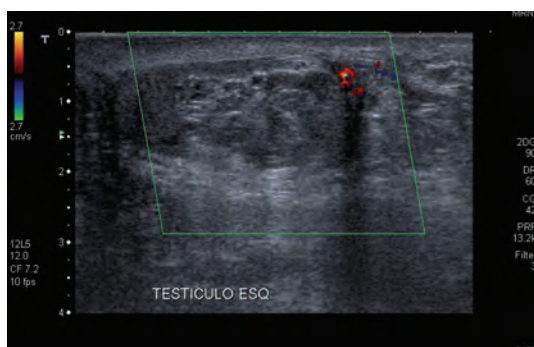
Corte transversal em *Power Doppler* (122) e corte longitudinal em *Color Doppler* (123) de quadro clínico de isquemia aguda testicular por torção do cordão espermático.
